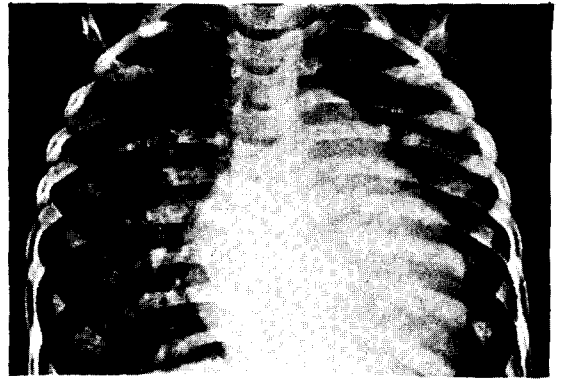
Preoperative Chest Simple X-ray shows Lung Congestion and Cardiomegaly.
